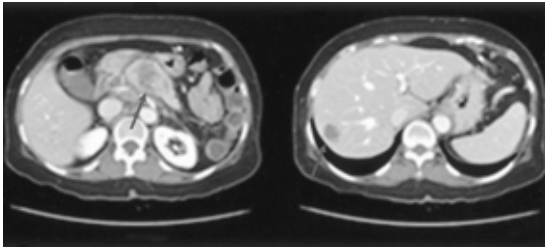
Abdomen CT shows a 3.5 cm sized pancreatic body mass with peripancreatic infiltration and multiple hepatic metastasis.
